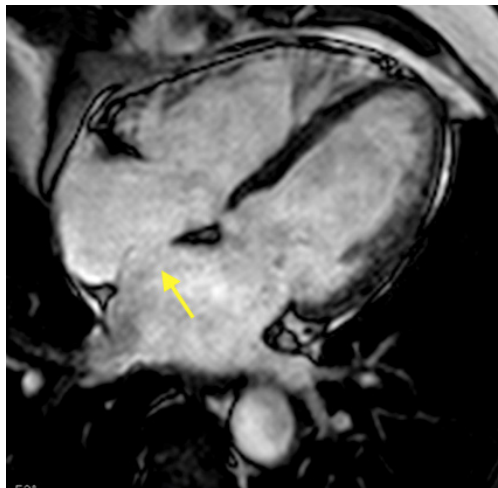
Paciente masculino, 61 anos, apresentando comunicação interatrial na sequência de cine-RM (seta), e relação $Qp/Qs = 1,5$ calculada após sequência em fase contrast. Observa-se ainda aumento discreto de câmaras direitas e importante em átrio esquerdo.
